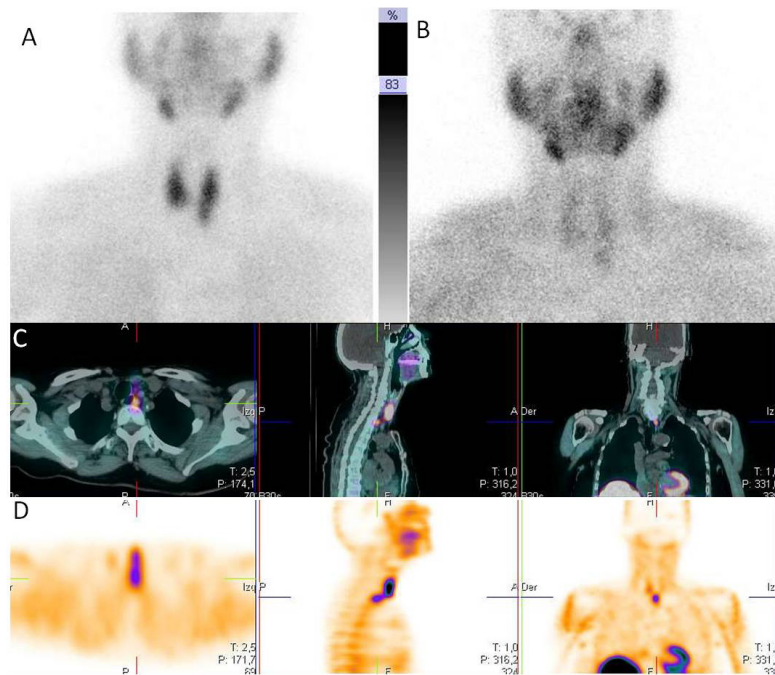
Gammagrafía planar de doble fase y SPECT-CT en tiempo precoz con  $^{99\text{m}}\text{Tc}$ -MIBI: A) Imagen precoz a los 10 minutos posinyección del trazador, donde se aprecia actividad del radiofármaco en glándula tiroides; B) Imagen tardía, a las 2 horas posinyección, observándose lavado casi total de la actividad de la glándula tiroides, con dudosa imagen de persistencia de actividad en polo inferior izquierdo. C y D) Cortes axiales, sagitales y coronales de la fusión y del SPECT, respectivamente, donde se visualiza un depósito del trazador de localización paraesofágica izquierda, compatible con adenoma ectópico de paratiroides de lavado rápido.
